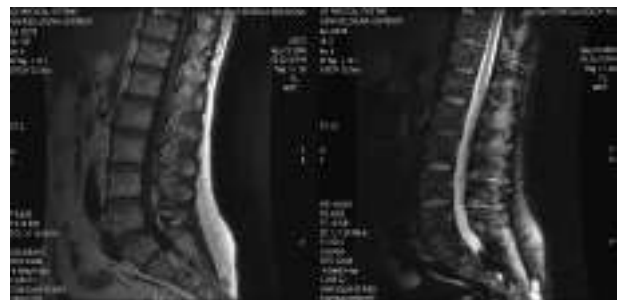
RM rachide lombare; sequenze FSE T1 w e STIR; multiple aree focali di sostituzione del M.O., ipointense in T1, iperintense in STIR.
